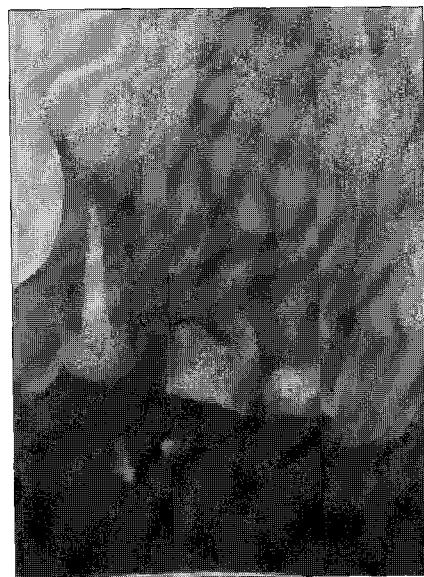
radiographic view
